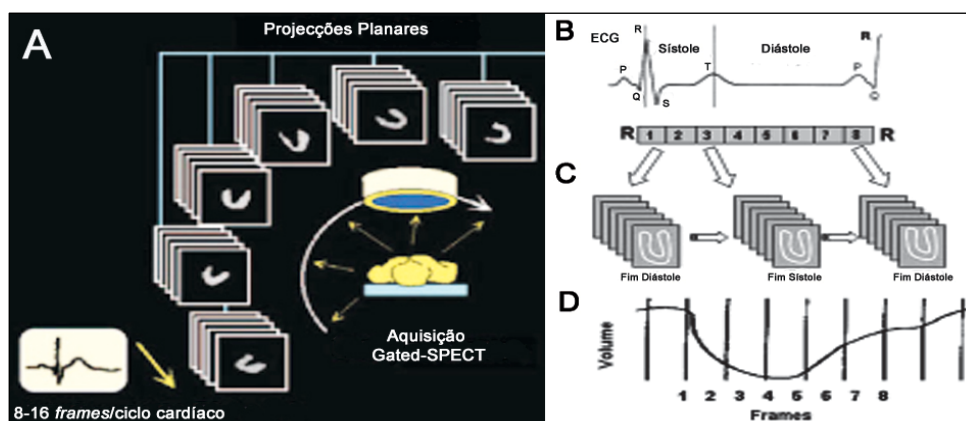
A – Aquisição G-SPECT. B – Divisão do ciclo cardíaco no estudo G-SPECT em 8 intervalos. C – Dados de cada intervalo são adquiridos durante vários ciclos cardíacos e armazenados separadamente em locais específicos ("bin") da memória computacional. Após a soma de todos os dados de um intervalo obtém-se uma imagem que representa uma fase específica do ciclo cardíaco. D – Curva de volume, representando o volume do endocárdio para cada um dos 8 intervalos. Adaptado de^{23, 51}.
